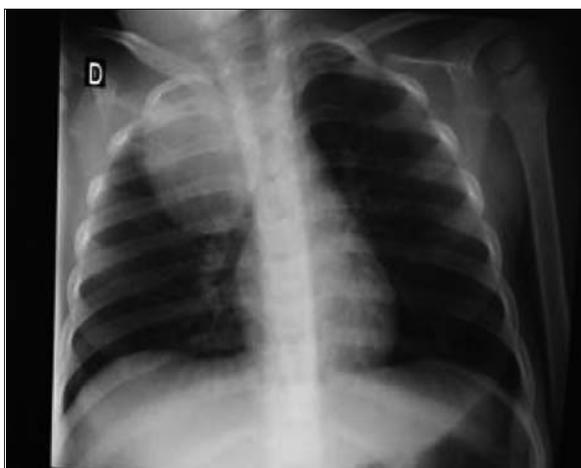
Radiografía de tórax, se observa imagen redondeada homogénea mediastinal derecha.
